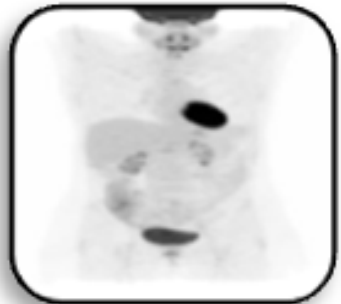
Imagen de PET/TAC sin afectación metastásica.
